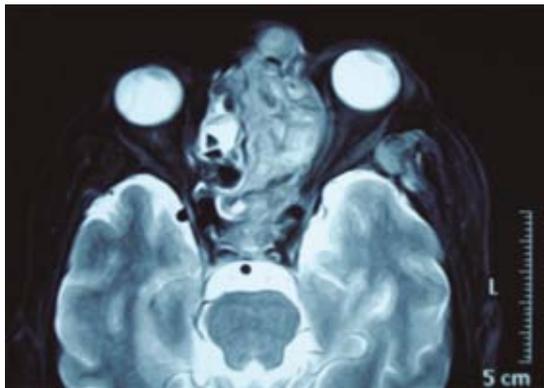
Resonancia magnética de cráneo, con invasión orbitaria, sin afectar el músculo recto medial, sin datos de invasión intracraneal.
